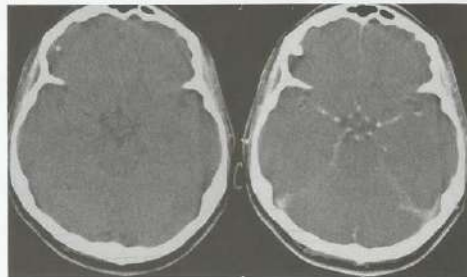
TC de crânio sem e com contraste. Observar a opacificação do polígono de Willis pelo meio de contraste.
